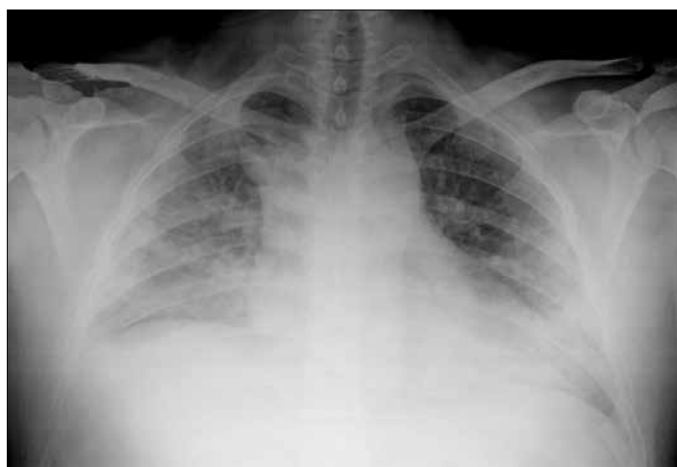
Bilateral infiltrates on chest radiograph following plasma transfusion
